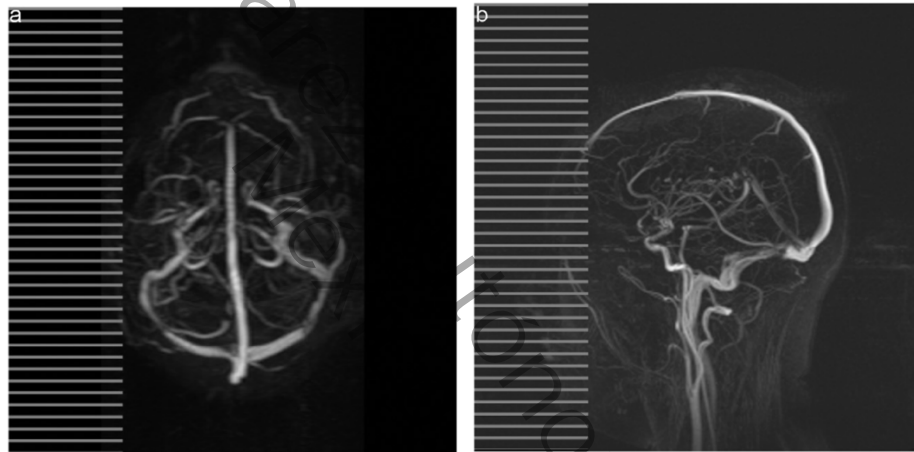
Trombosis parcial en ambos senos transversos en angiografía por resonancia magnética.²⁵
